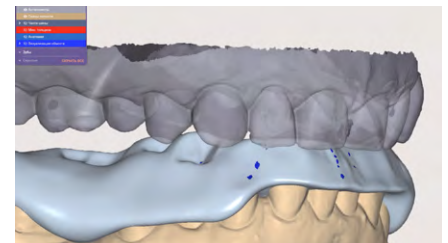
Моделирование протрузионного движения в цифровом артикуляторе
